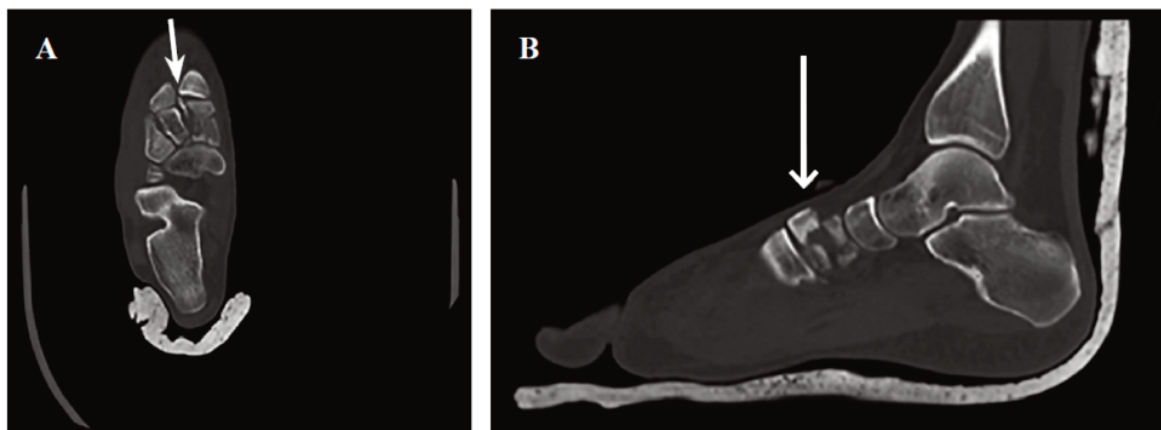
Tomografia computadorizada axial do pé direito.
